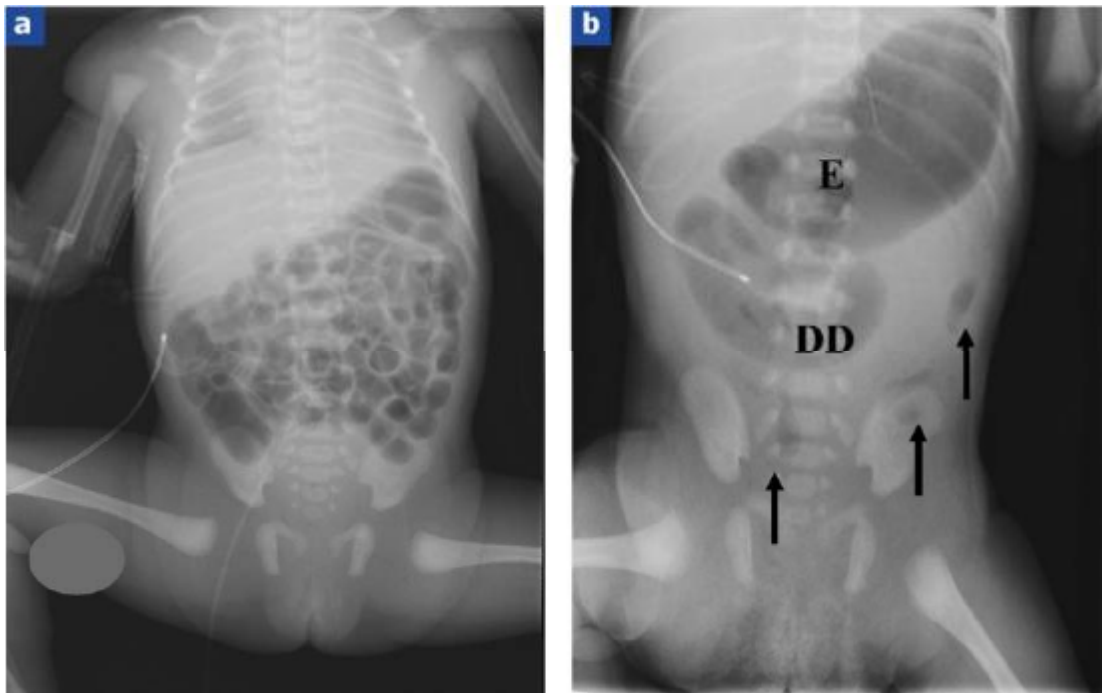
Radiographie de l'abdomen sans préparation. (cas d'IIA néonatale) [91]
